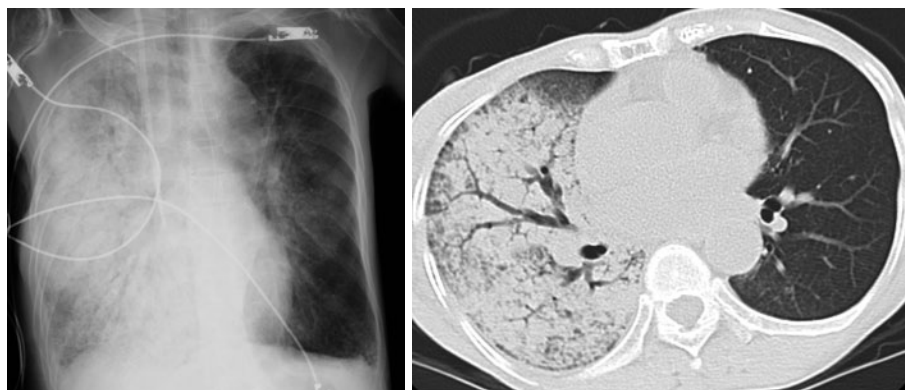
Chest X-ray and computed tomography on admission show extensive alveolar infiltrates, especially in the right lung.
